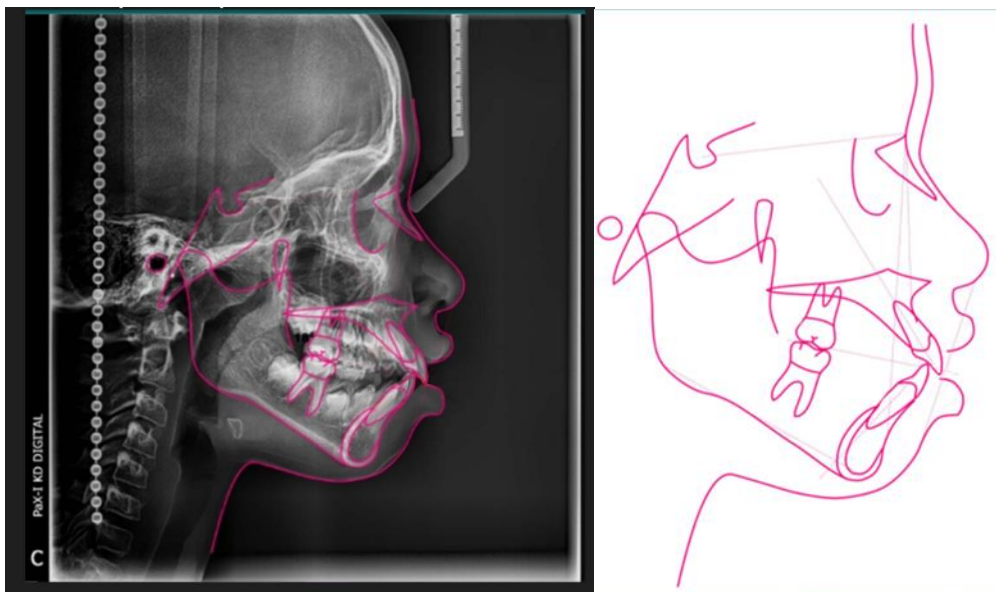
Radiografía Cefalograma Lateral. Trazado de Jaraback
